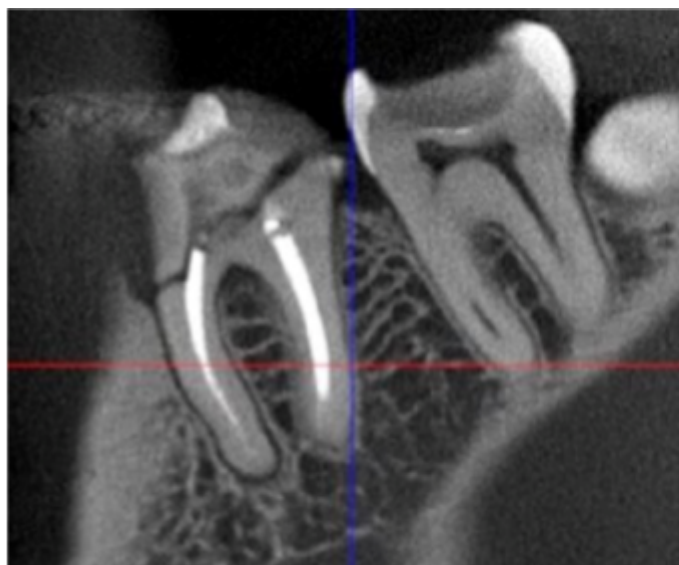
Imagem de Tomografia computadorizada do dente 36 evidenciando a fratura coronária que se estende até a raiz.
